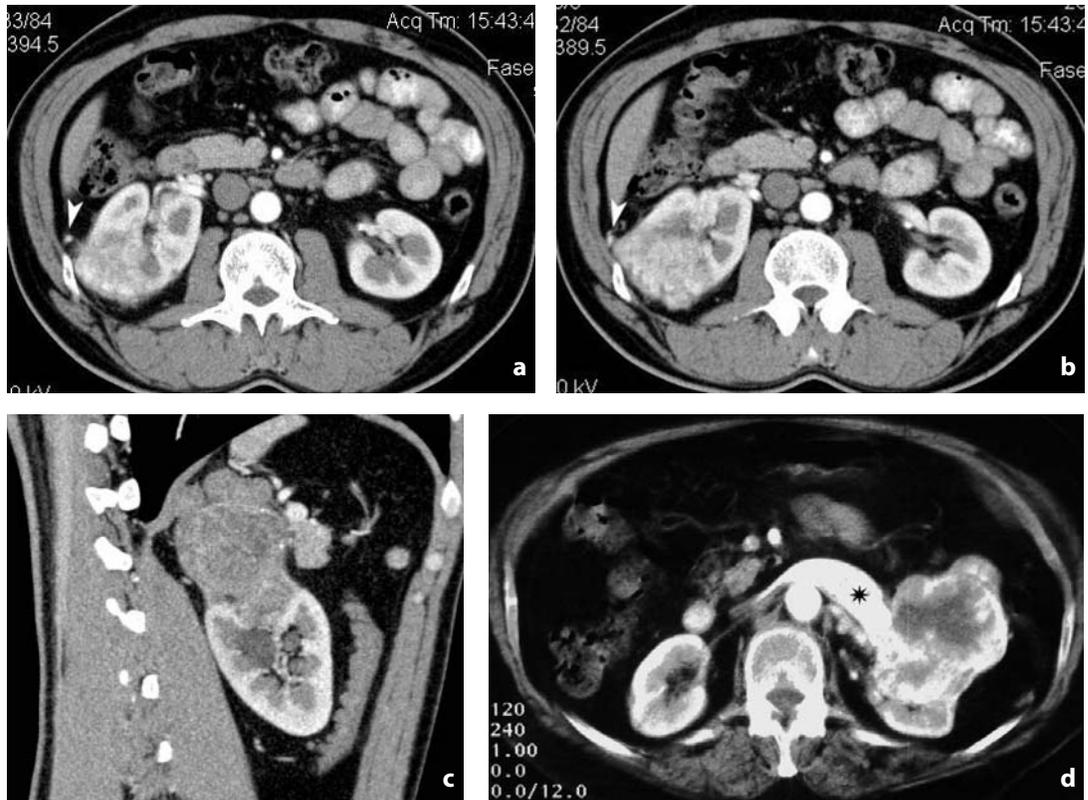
Tomografia computerizzata. Carcinoma renale. a-b Neoplasia stadio T3a del terzo superiore del rene destro: minugettone solido nel grasso perirenale (punta di freccia). c Altro caso, stadio T3a. Neoformazione del polo renale superiore sinistro, con noduli solidi nel grasso perirenale quale espressione di diffusione extracapsulare. d Neoplasia, stadio T3b. Fase cortico-midollare dello studio dinamico. Neoformazione parenchimale del labbro anteriore renale sinistro infiltra la vena renale (asterisco)
